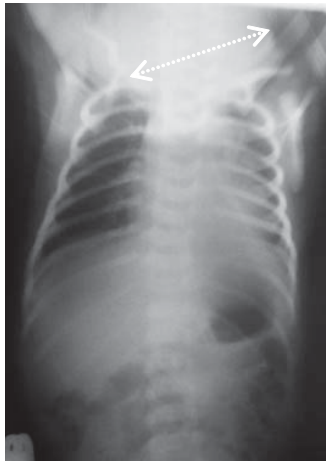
Radiografia bolnavului P. față
